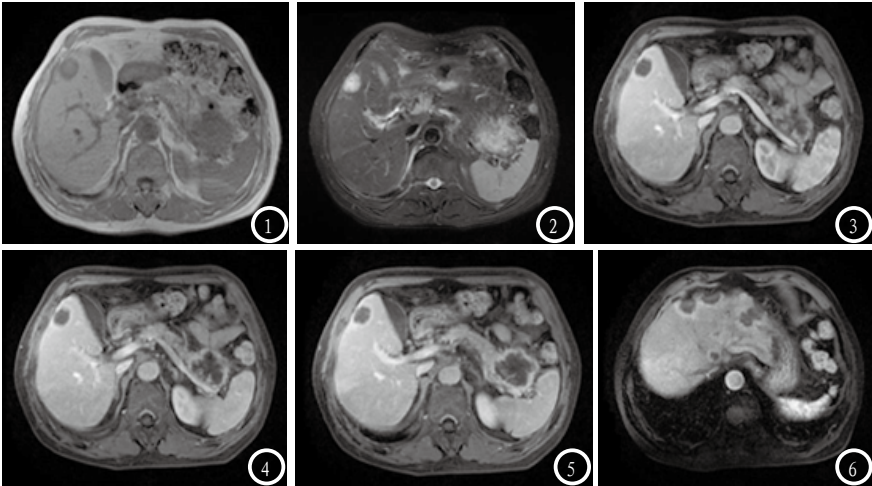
A患者的肝脏MRI扫描图像。图1为MRI平扫T1WI信号图像，见低信号；图2为平扫T2WI信号图像，见高信号；图3-4为MRI增强扫描动脉期和门静脉期图像，见边缘规则强化；图5为增强扫描延迟期图像；图6增强扫描显示肝脏多发转移瘤。
